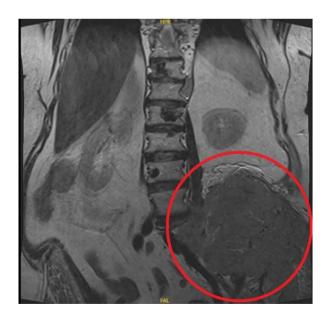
Магнитно-резонансная томограмма поясничнокрестцового отдела позвоночника (фронтальная плоскость). Отмечено новообразование, исходящее из левой подвздошной кости, компримирующее седалищный нерв
